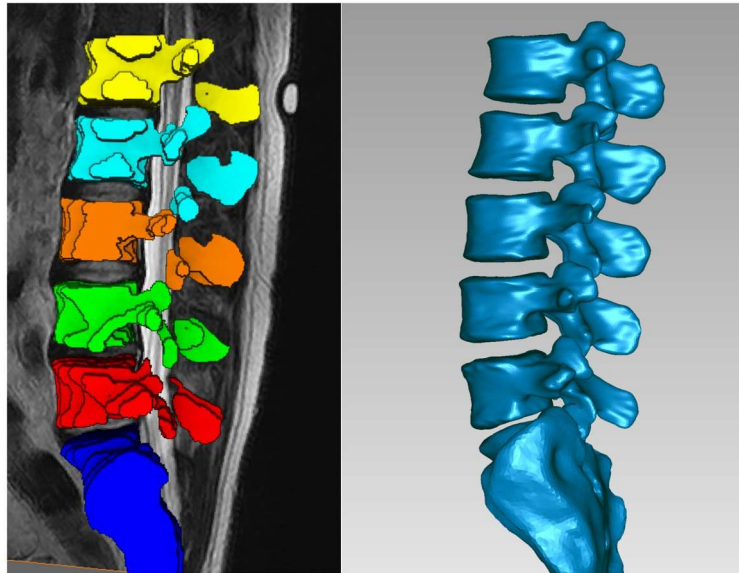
Vertèbres segmentées sur l'IRM (à gauche), et vertèbres du CT scan recalées sur les vertèbres segmentées (à droite) (position « IRM neutre »)
